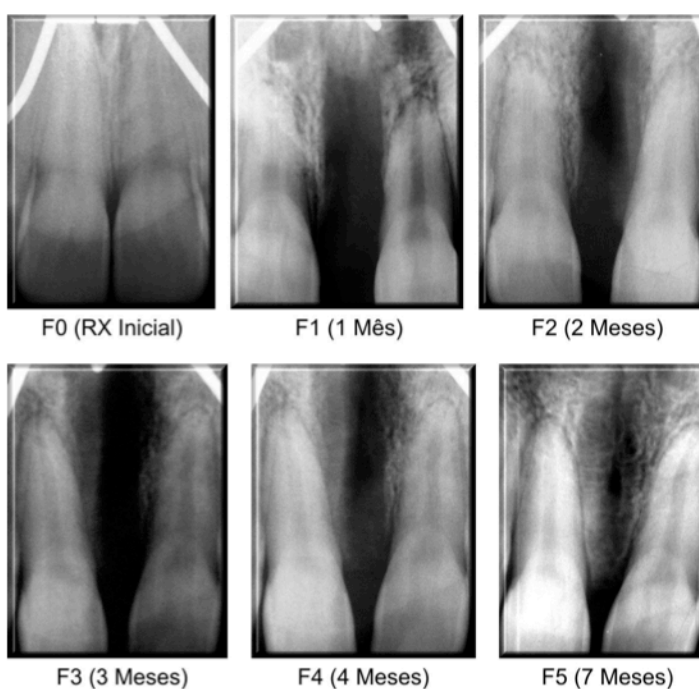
Radiografias digitais SPM anterior do paciente 11, nos tempos medidos no pré-operatório (F0), um mês pós-operatório (F1), dois meses (F2), três meses (F3), quatro meses (F4) e sete meses (F5) do grupo controle.
